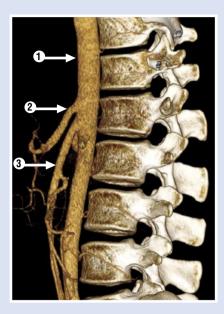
МСКТ брюшной аорты с контрастным усилением спустя 4 года после операции. 1 — брюшная аорта; 2 — чревный ствол (проходим); 3 — верхняя брыжеечная артерия.
